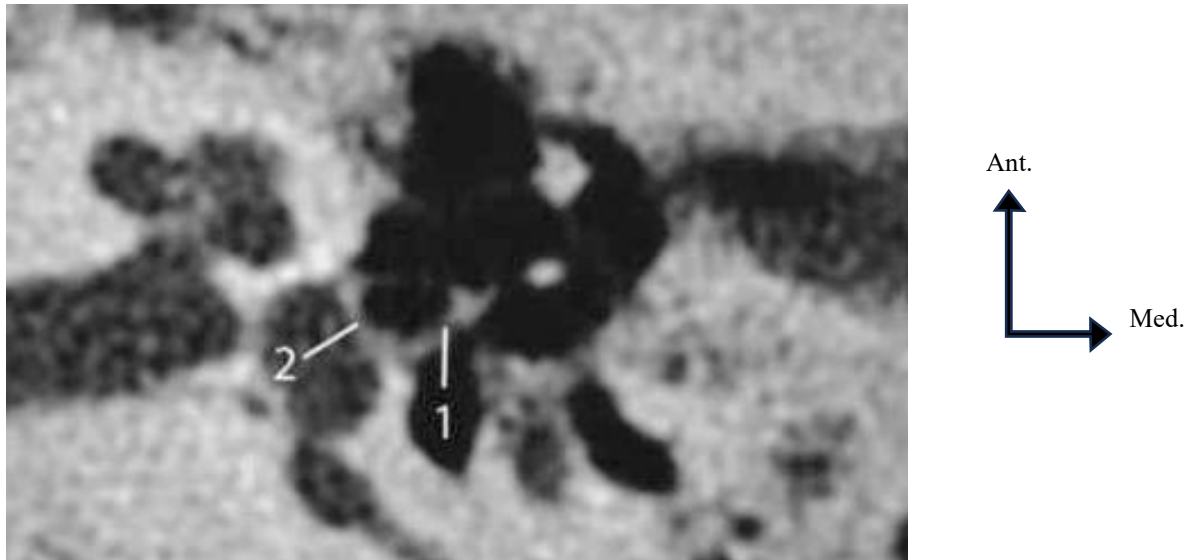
Tympanosclérose. Densification stapédienne. TDM, coupe axiale. (1) Densification de la branche postérieure de l'étrier : (2) élévation de la densité de la platine avec épaissement postérieur. [17]
